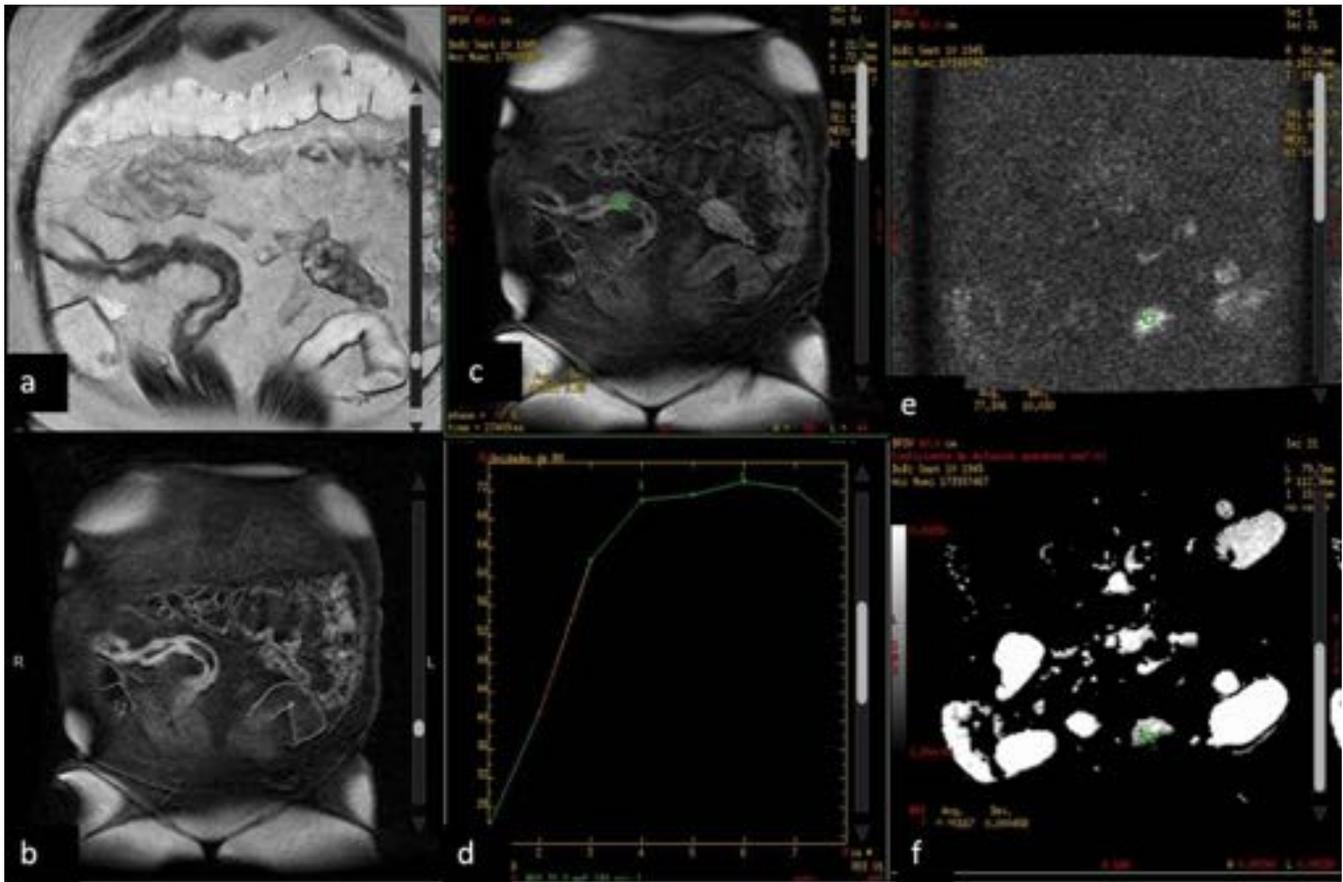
Brote de actividad. a – Estudio Coronal T2 SS FSE afectaci3n extensa ileal con engrosamiento edematoso de la pared. b – Estudio Coronal LAVA con contraste con intensa captaci3n de las paredes. c y d–Coronal Lava con ROI en el grosor de la pared. e –DWI en axial y en dec3bito prono, con ROI en una zona de la pared que restringe la difusi3n. f – ADC con valor bajo que indica inflamaci3n.
